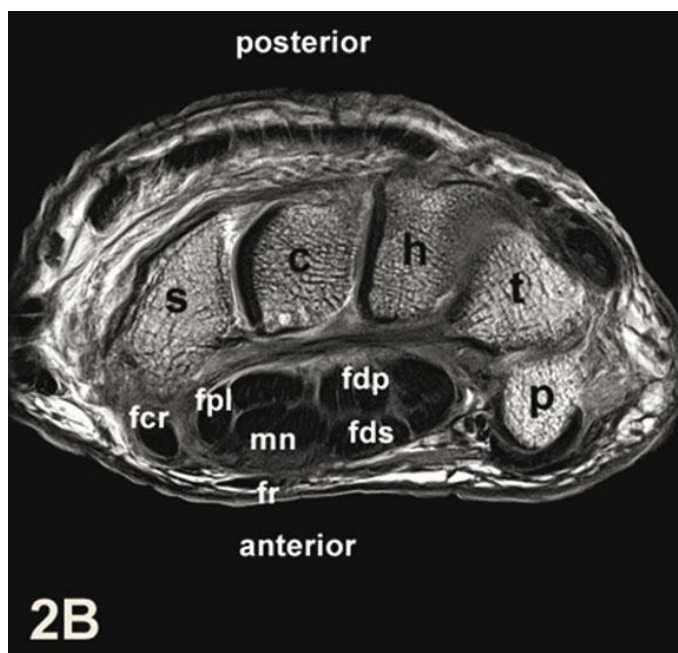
Resonancia Magnética de túnel carpiano y sus estructuras³⁴
